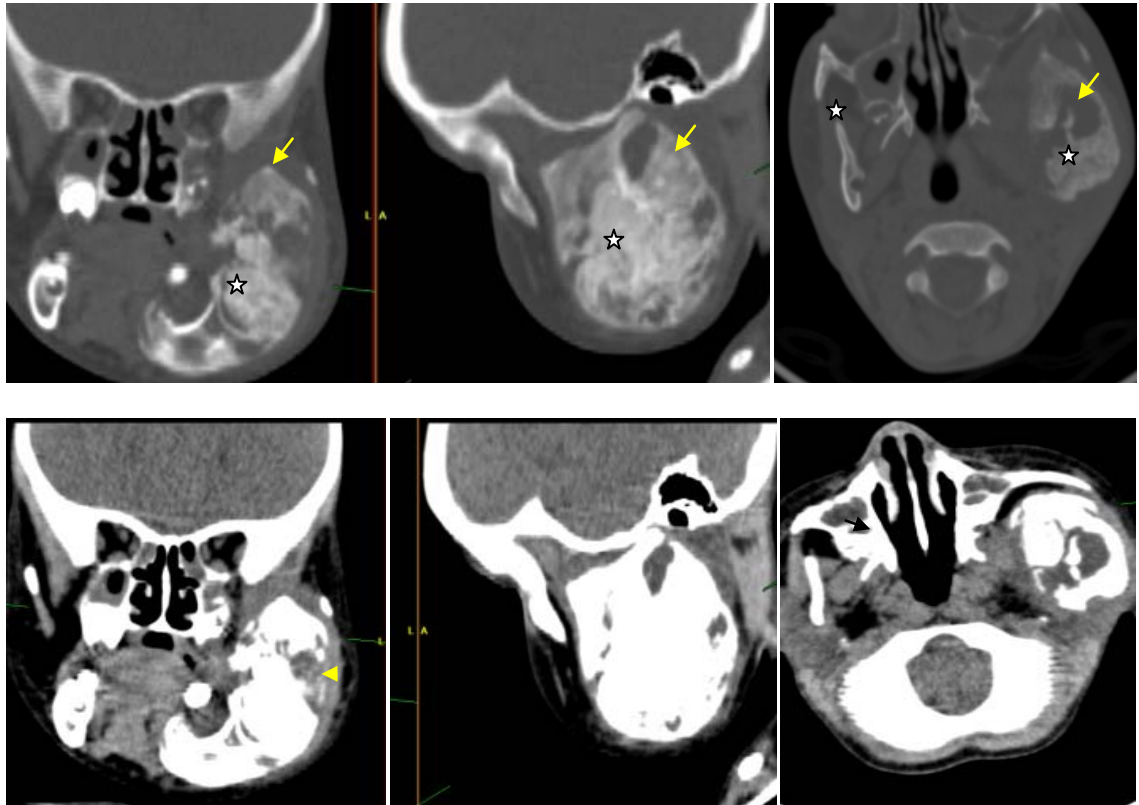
TDM de la face en fenêtre osseuse et parenchymateuse après injection de PDC en coupes coronale sagittale, et axiale : Sarcome d'Ewing de la mandibule gauche chez une fille de 5 ans : Lésion osseuse mixte (flèche) à matrice cartilagineuse (étoile) avec aspect cotonneux et élargie de la branche montante de la mandibule et discrète infiltration des parties molles en regard (tête de flèche).
